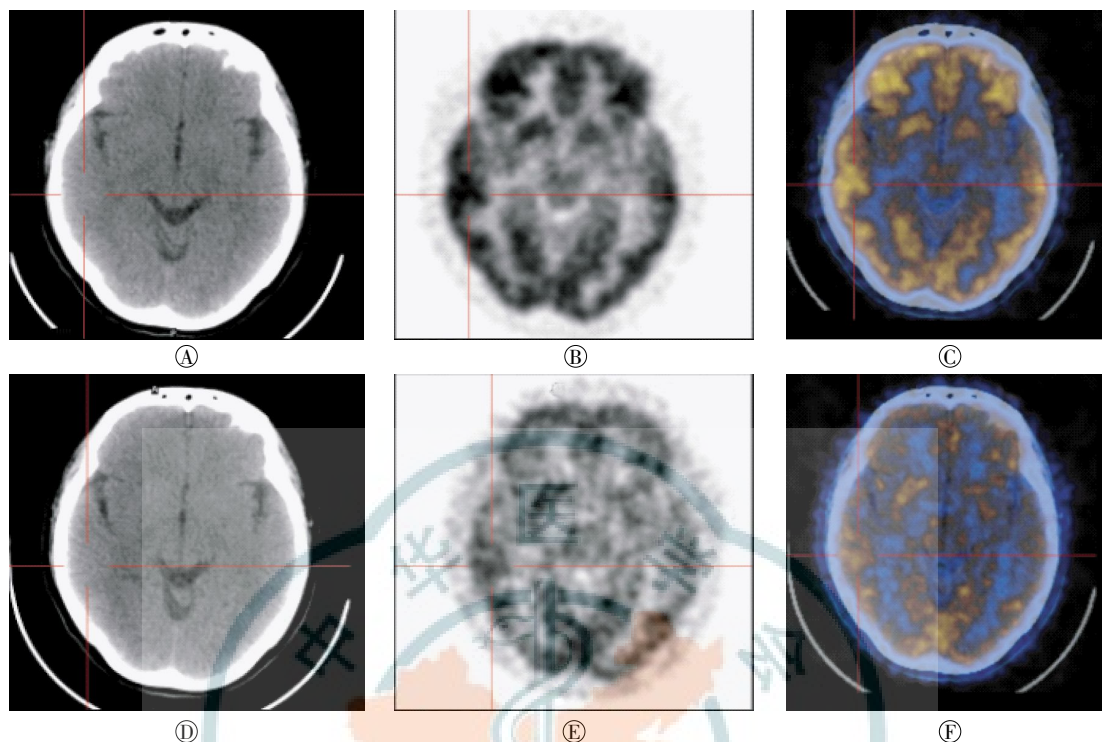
耳鸣患者脑葡萄糖代谢和血流灌注 PET/CT 图像。患者女性，38 岁，左侧耳鸣 1 年半。图中，A-C 为 ¹⁸F-FDG PET/CT 脑显像，右侧颞上回代谢较左侧增高，患侧与健侧 SUV_{max} 比值为 10.2/8.1=1.26，十字标示为葡萄糖代谢增高区。A：CT 图像，脑实质密度未见异常；B：PET 图像；C：PET/CT 融合图像。D-F 为 ¹³N-NH₃·H₂O PET/CT 脑显像，右侧颞上回血流灌注较左侧增高，患侧与健侧 SUV_{max} 比值为 3.9/3.0=1.3，十字标示为血流灌注增高区。D：CT 图像，脑实质密度未见异常；E：PET 图像；F：PET/CT 融合图像。
